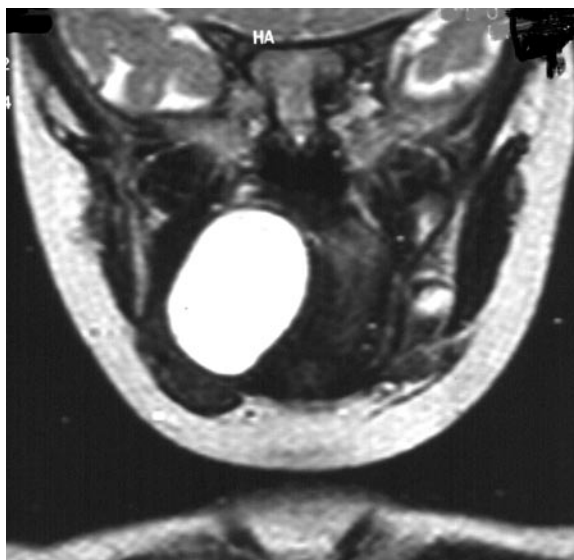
Branchial cleft cyst: T2-weighted images, coronal projection.
